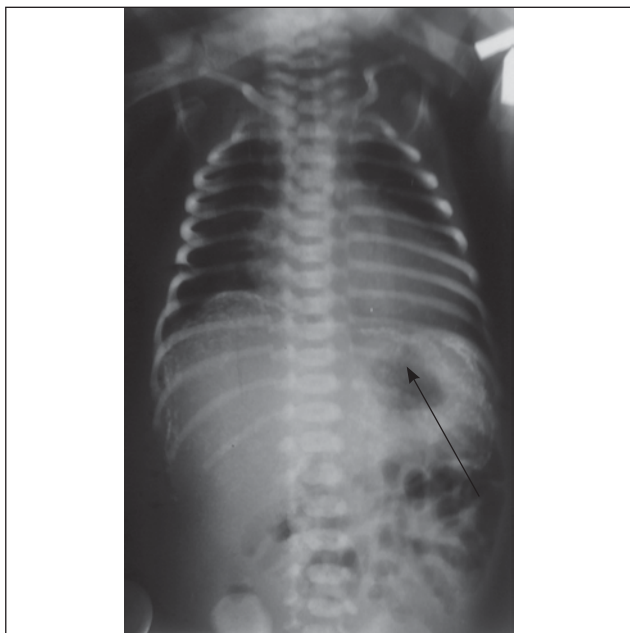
Оглядова рентгенограма живота дитини з меконієвим перитонітом. Множинні кальцифікати в черевній порожнині
